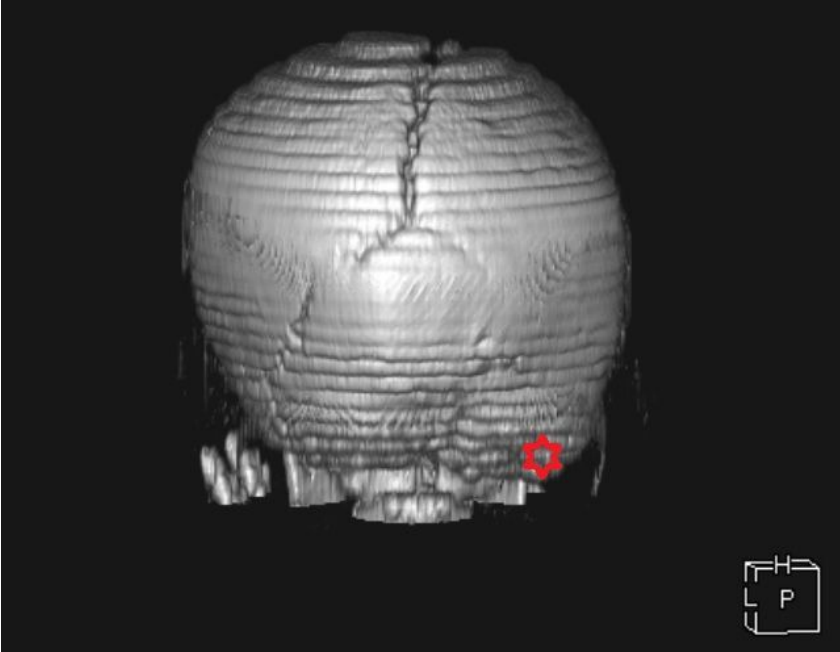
Plagiosefali hastasının BT görüntüsünün 3D rekonstrükte edilmiş frontal ve lateral görüntüsü.
